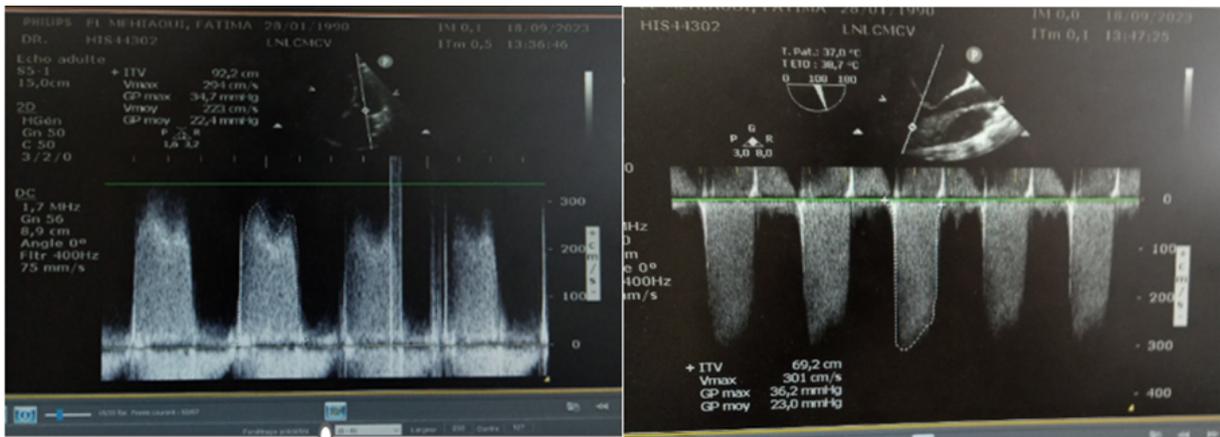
L'échographie cardiaque transthoracique confirmée par transoesophagienne une Gradient moyen ventriculaire gauche et oreillette gauche à 23mmhg.
